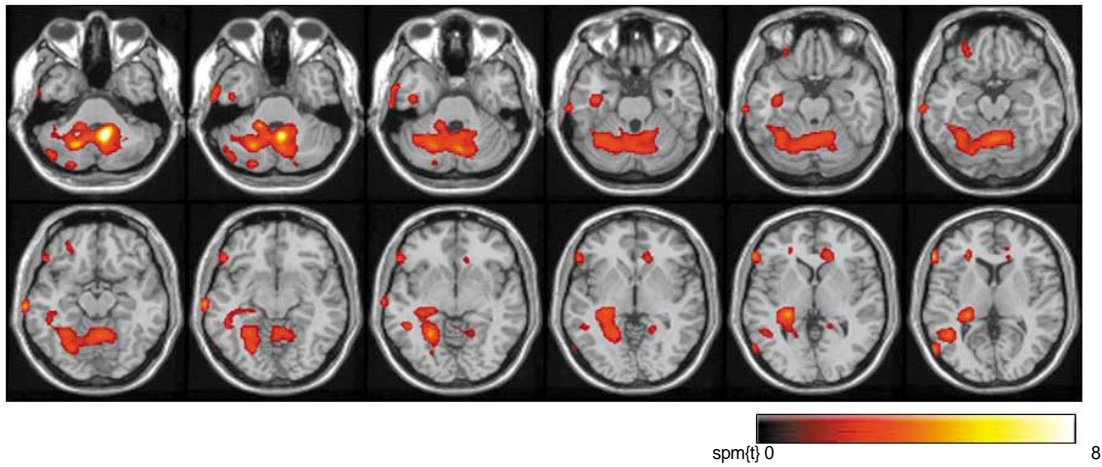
Brain regions showing significant decreases in cerebral perfusion in 5 TGA patients as compared with healthy subjects. Significant voxels ($p < 0.05$, uncorrected, cluster $k > 100$) of statistical T-maps were superimposed on the standard MRI template specially normalized to the Montreal Neurological Institute space. Color bar presents the T-scores. The transaxial planes were cut from 38 mm below the bicommissural plane at 4 mm intervals.
